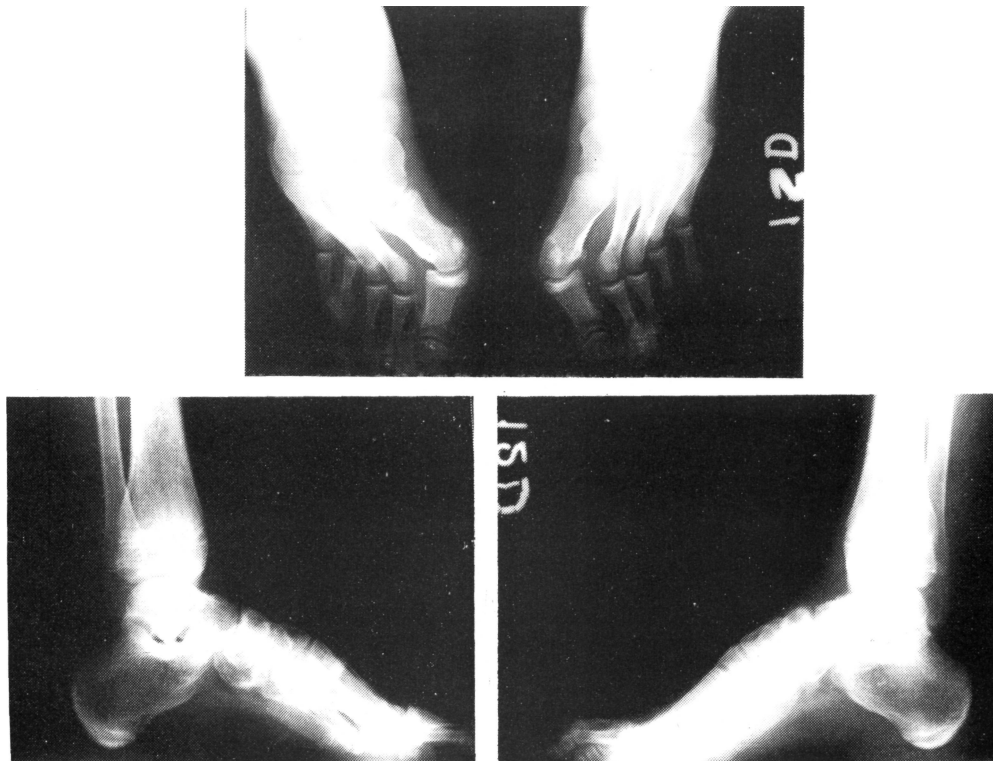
A y 9 B.—Radiografías dorsoplantares y perfiles de ambos pies en las que se aprecia el *hallux valgus*, la deformidad en cavo y la anormal remodelación metafisaria tibial distal.
